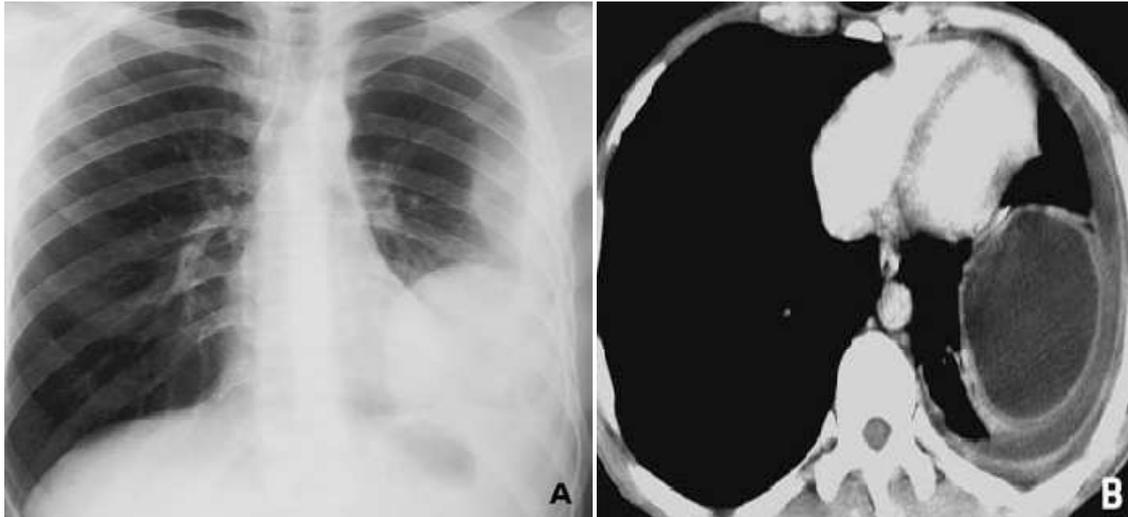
Radiographie thoracique de face (A) et tomodensitométrie thoracique en fenêtre médiastinale (B) du même malade. Pleurésie gauche de moyenne abondance en rapport avec la rupture intrapleurale d'un kyste hydatique du lobe inférieur du poumon gauche [7].
